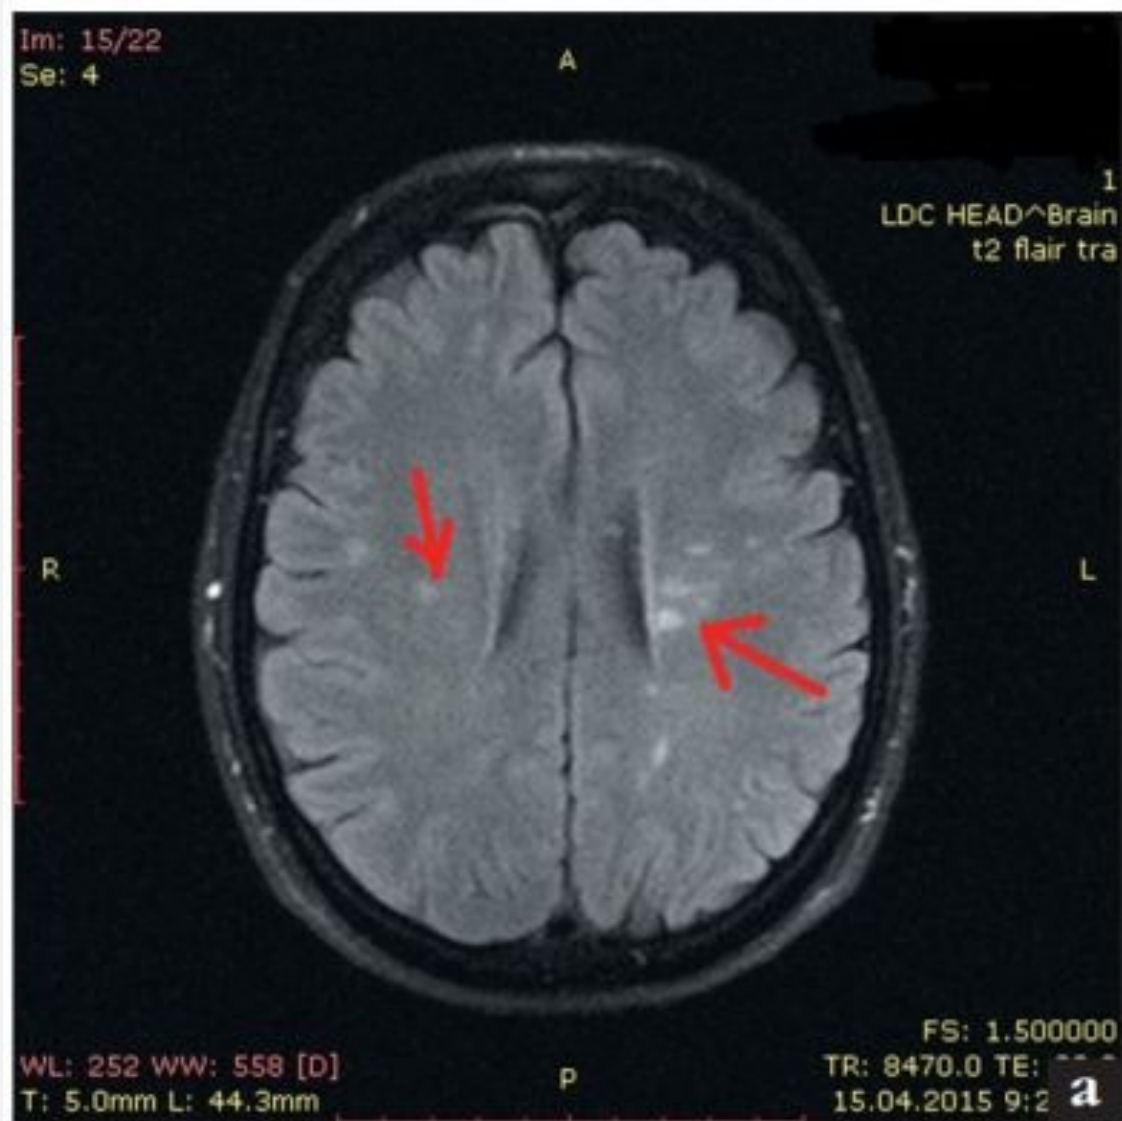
МРТ головного мозга, множественные очаги демиелинизации: а) аксиальная проекция; б) саггитальная проекция
